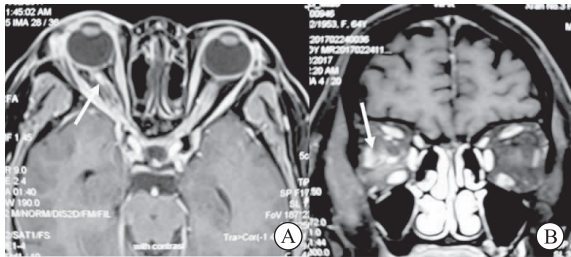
眼眶 MRI 增强扫描示 A 为右侧视神经眶内段局部与对侧比较明显强化(箭头所示);B 为肌锥内脂肪间隙 T<sub>2</sub>WI 信号增高,边界欠清,以外下象限为著,右侧外直肌及下直肌较对侧增粗(箭头所示)
